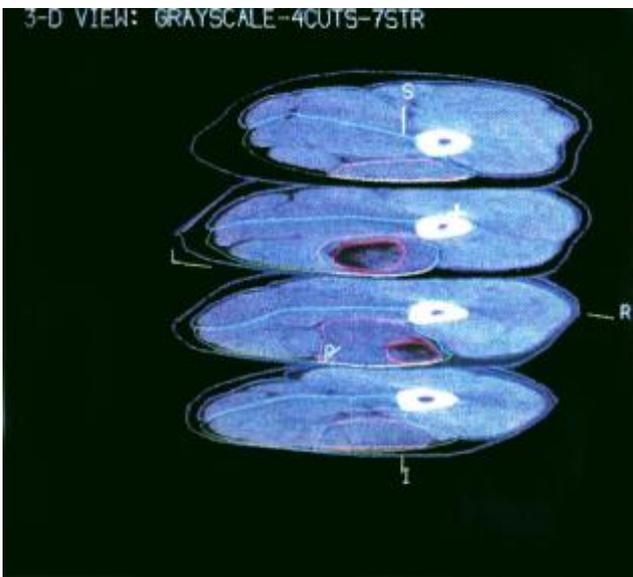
c. Representación multiplanar de 4 de las 8 secciones TC tomadas antes de la cirugía. En cada sección se visualizan el contorno exterior y los bordes de hueso, compartimentos musculares y tumor macroscópico
